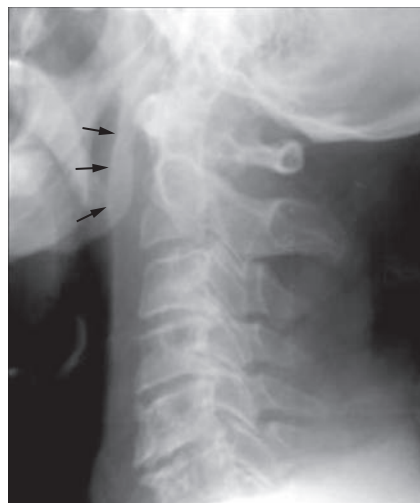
Radiographie du rachis cervical de profil présentant un épaissement des tissus mous naso-pharyngés.
